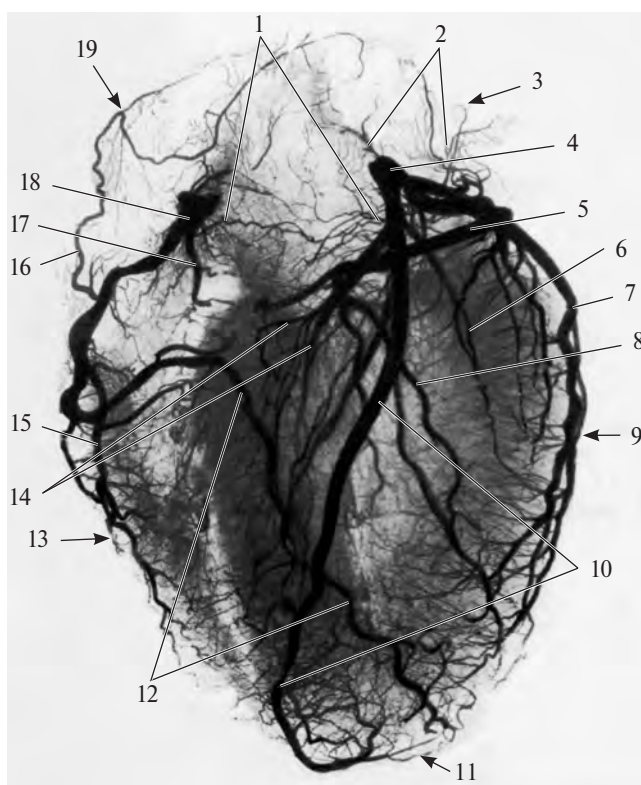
Артерии сердца (рентгенограмма). (Препарат Л. Ломакиной.)
